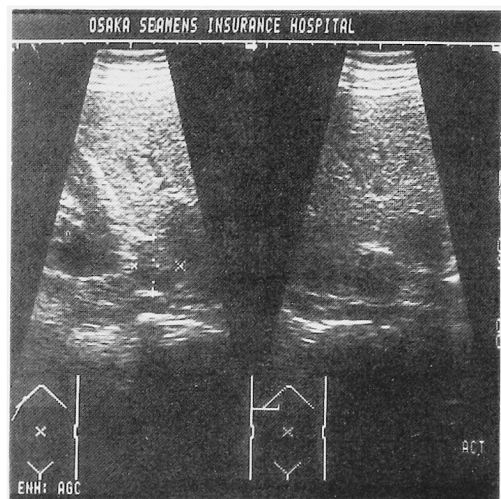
Ultrasonography of case 3
